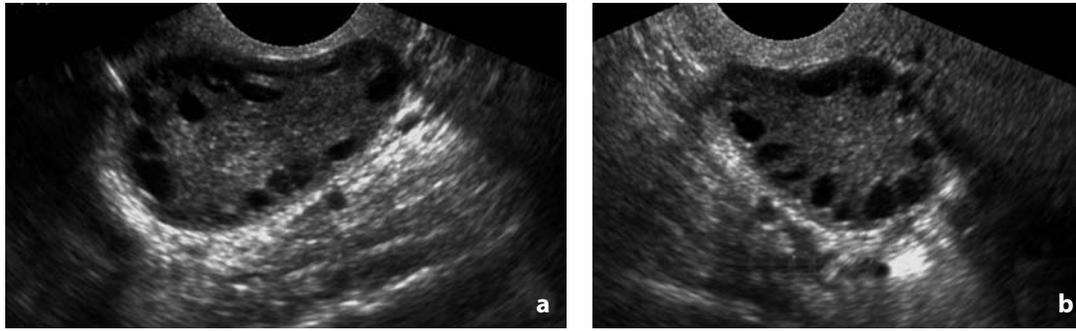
Ecografia transaddominale. Ovaio policistico. Entrambe le ovaie sono aumentate di volume con multiple piccole formazioni cistiche anecogene localizzate in sede superficiale
